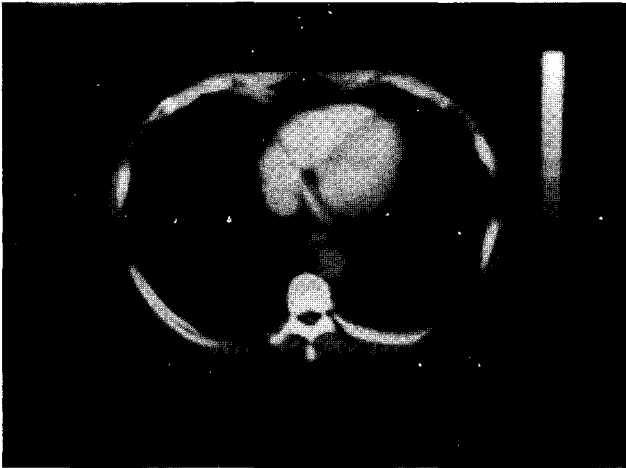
CT scan at the level of the distal esophagus showing a poorly enhanced mural mass thickening in distal esophagus, suggesting submucosal esophagus.
